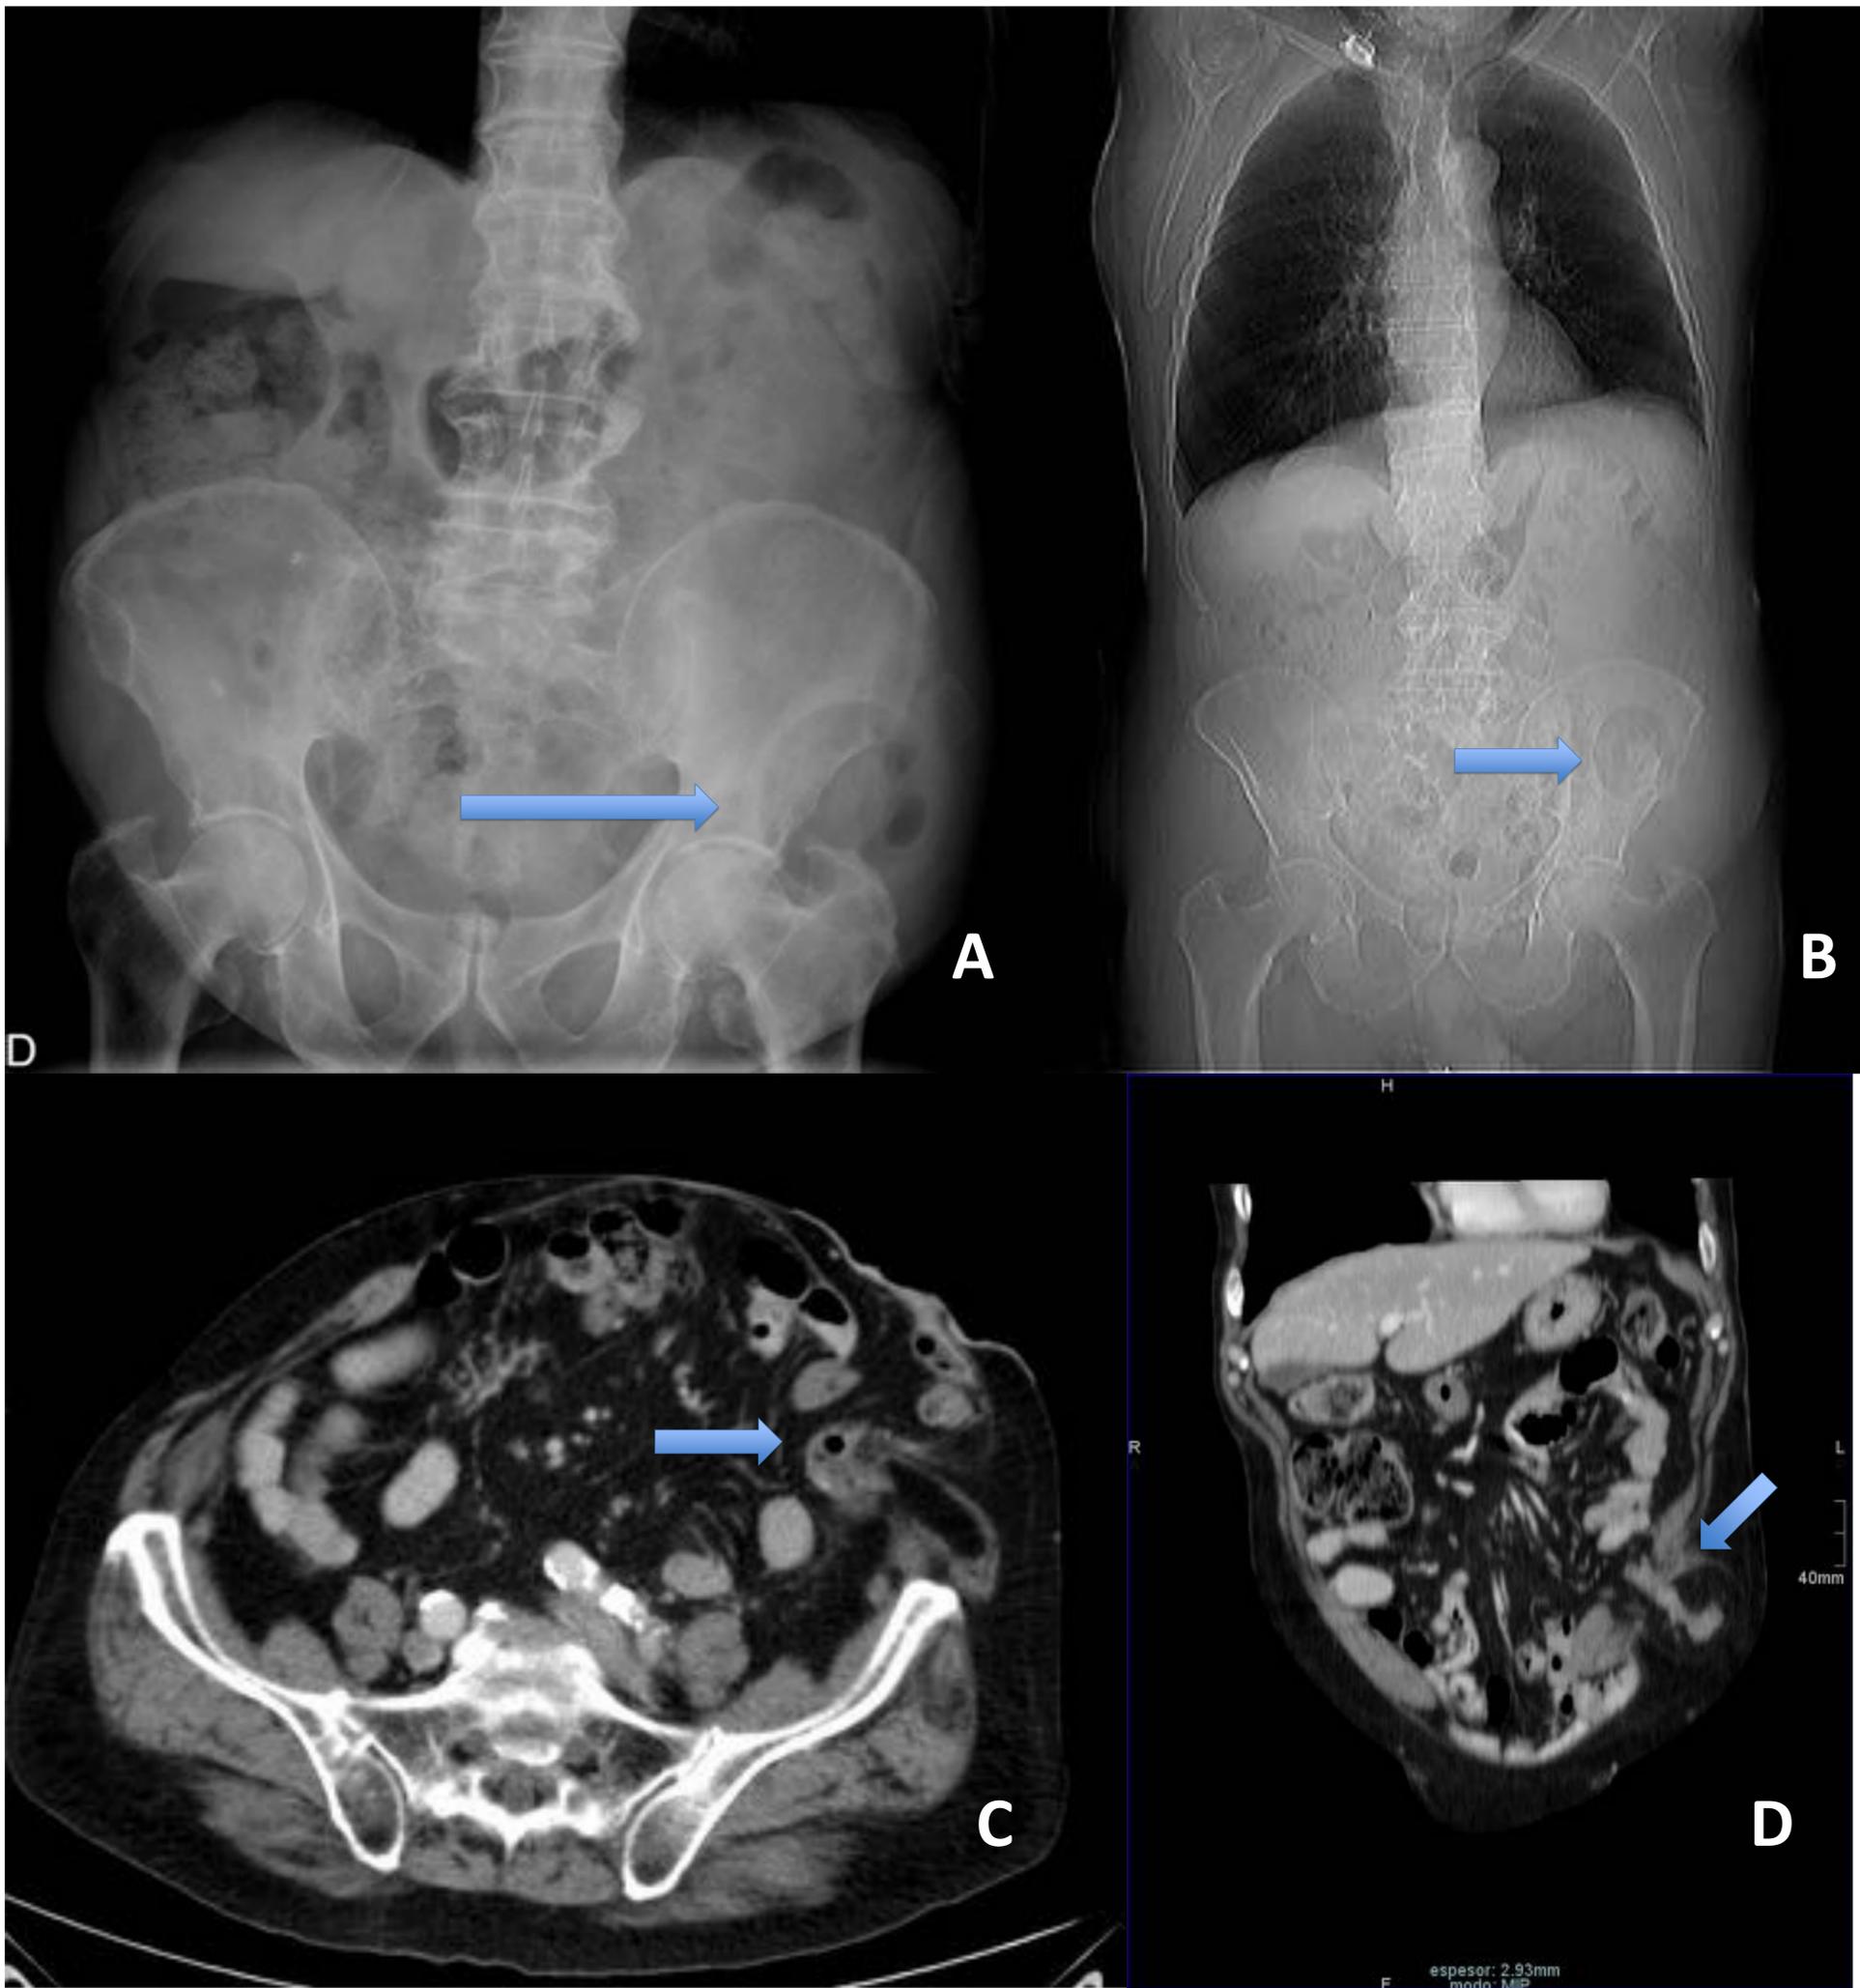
Radiografía de abdomen (a) y tórax-abdomen (b) en las que se aprecia la bolsa de colostomía. Cortes axial (c) y coronal (d) de TC abdominopélvico en los que se identifica el asa de colon abocada al exterior.
